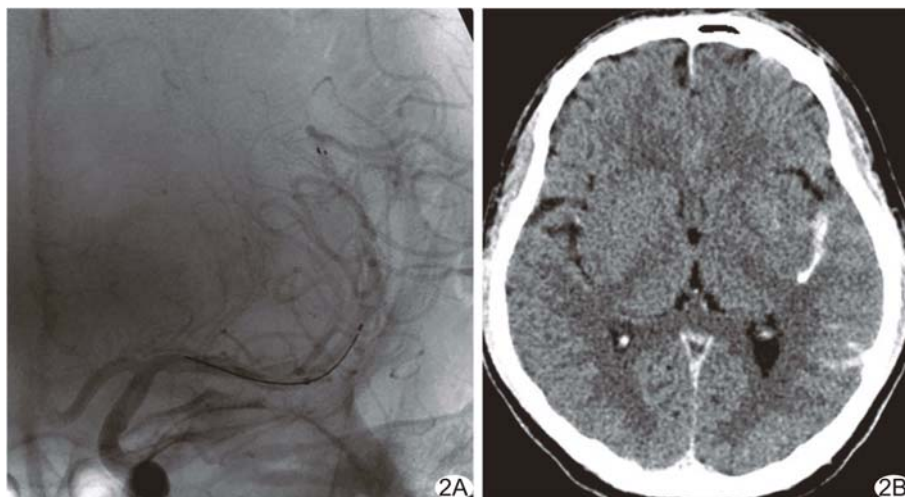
患者女, 65 岁, 突发右侧肢体无力、失语 2.5 h 入院, 左侧 MCA M2 段闭塞, 接受支架取栓术 A. Solitaire 支架释放后部分复流; B. 术后即刻头部 CT 示左外侧裂 SAH
